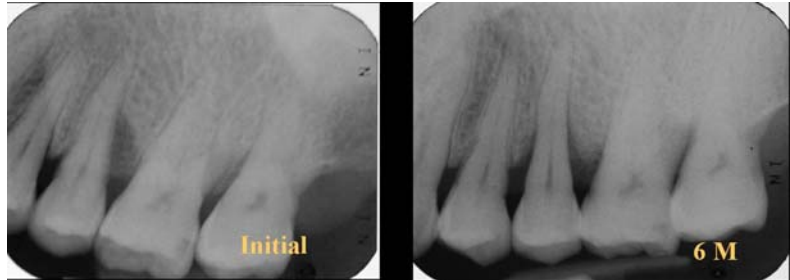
Radiographic evaluation after 6month later
